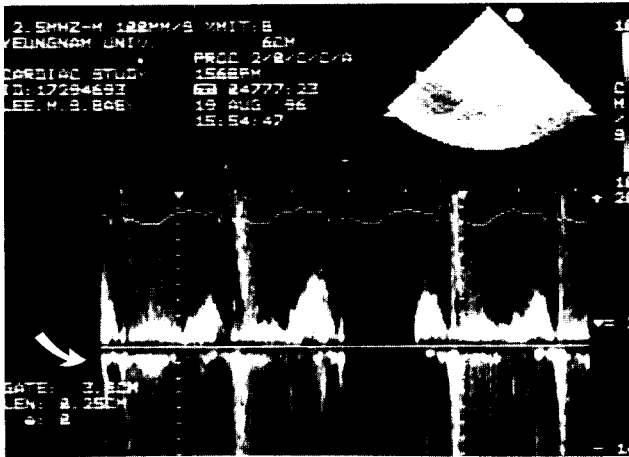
Postoperative Doppler study shows mild tricuspid valve regurgitation(arrow)
